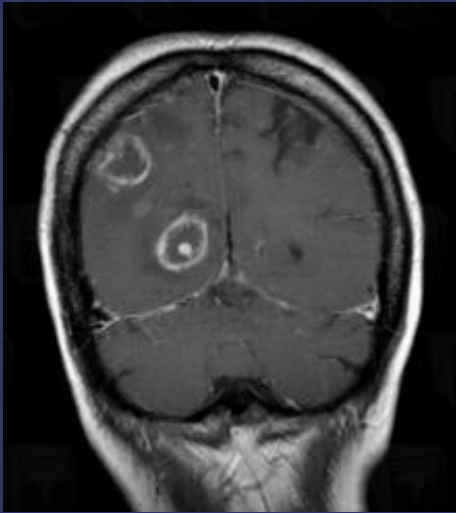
The variable radiographic manifestations of progressive multifocal leukoencephalopathy (PML). (A) Magnetic resonance imaging (MRI) with gadolinium of patient with rapid rise in CD4 + count who developed hemianopia and hemineglect syndrome shows a large enhancing lesion crossing the splenium that was thought to be glioblastoma but on biopsy was John Cunningham virus positive consistent with progressive multifocal leukoencephalopathy with immune reconstitution inflammatory syndrome (PML-IRIS). (B) Fluid-attenuated inversion recovery (FLAIR) MRI of patient who has received three courses of cyclophosphamide, doxorubicin hydrochloride, vincristine sulfate, and prednisone- (CHOP-) rituximab for non-Hodgkin lymphoma and presented with progressive memory and language disturbance. FLAIR image shows multicentric areas of white matter abnormality that on gadolinium study (not shown) did not enhance and which at postmortem examination were PML. (C) FLAIR and (D) gadolinium-enhanced MRI showing atypically enhancing lesions of biopsy-proved PML in a patient with low
